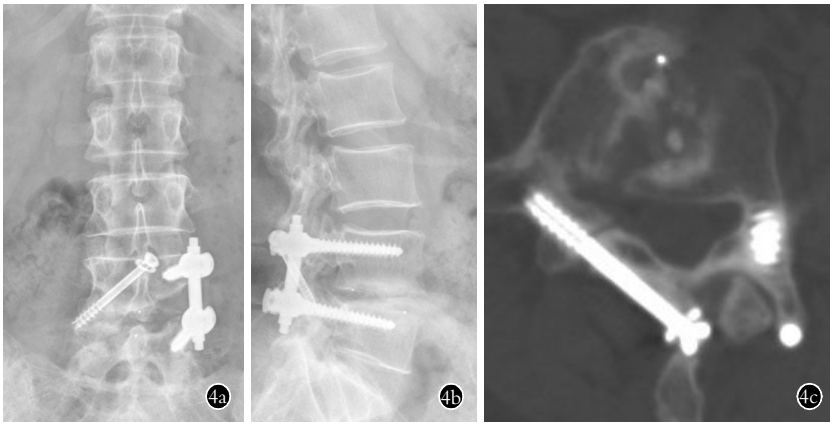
女性患者, 49 岁, 再发腰痛伴左下肢放射 1 年, 诊断为 L_{4,5} 椎间盘突出术后原位复发, 经小切口 L_{4,5} 单侧椎弓根螺钉联合瞄准器引导下对侧经皮椎板关节螺钉固定并椎间融合器植骨术 4a, 4b, 4c. 术后腰椎 X 线正侧位和 64 排 CT 平扫并多平面重建示: 椎板关节突螺钉部分位于椎板表面
